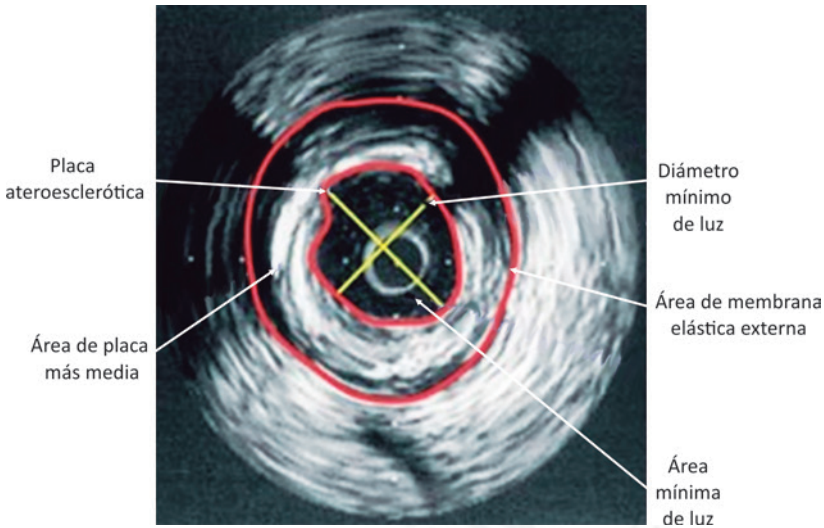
Imagen por ultrasonido intravascular evidenciando el contorno de la membrana elástica externa, delimitando las áreas de placa más a media y del área mínima de luz. Se notan aún las medidas del diámetro máximo y mínimo de luz.
